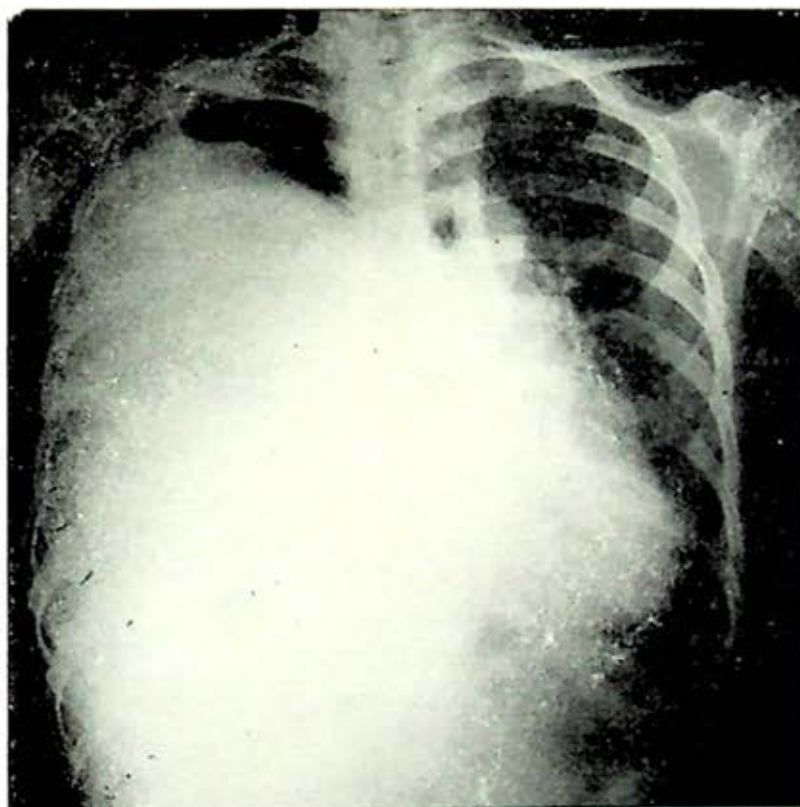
Telerradiografía posteroanterior de tórax, que muestra el desplazamiento a la izquierda de la sombra mediastinal y opacidad homogénea en el hemitórax derecho, correspondiente al tumor.
